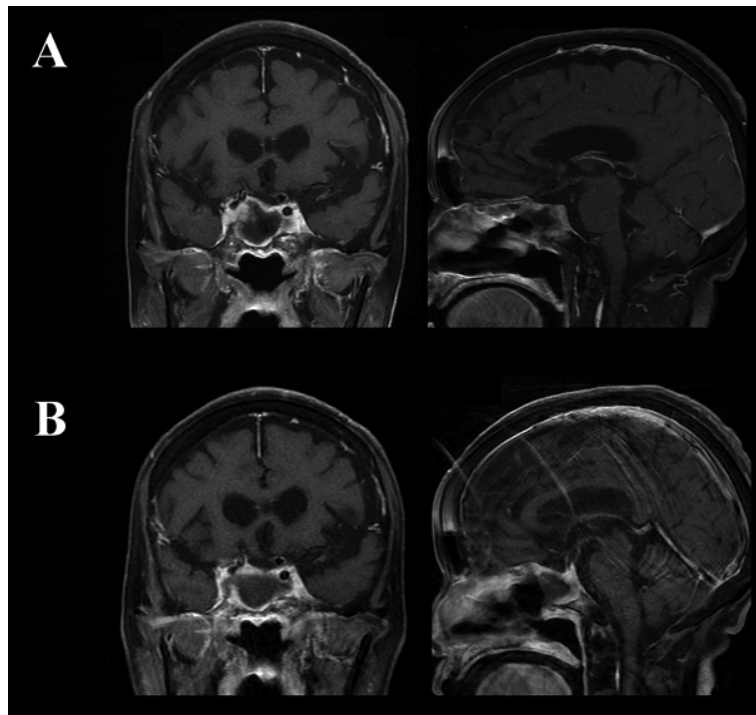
Cyber-knife 前後の MRI
